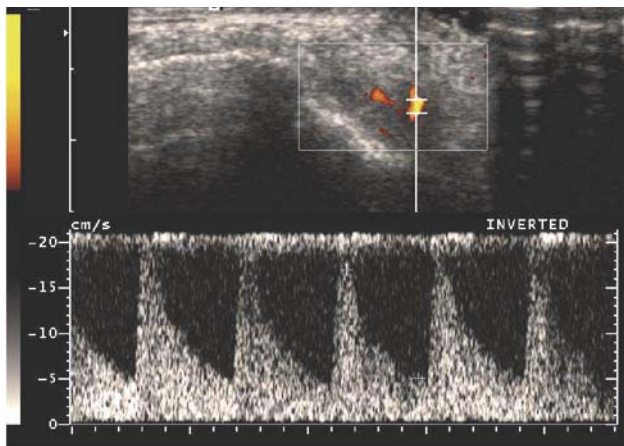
Duplex-Doppler-Color de vasos anómalos del codo: Patrón arterial de baja resistencia.
